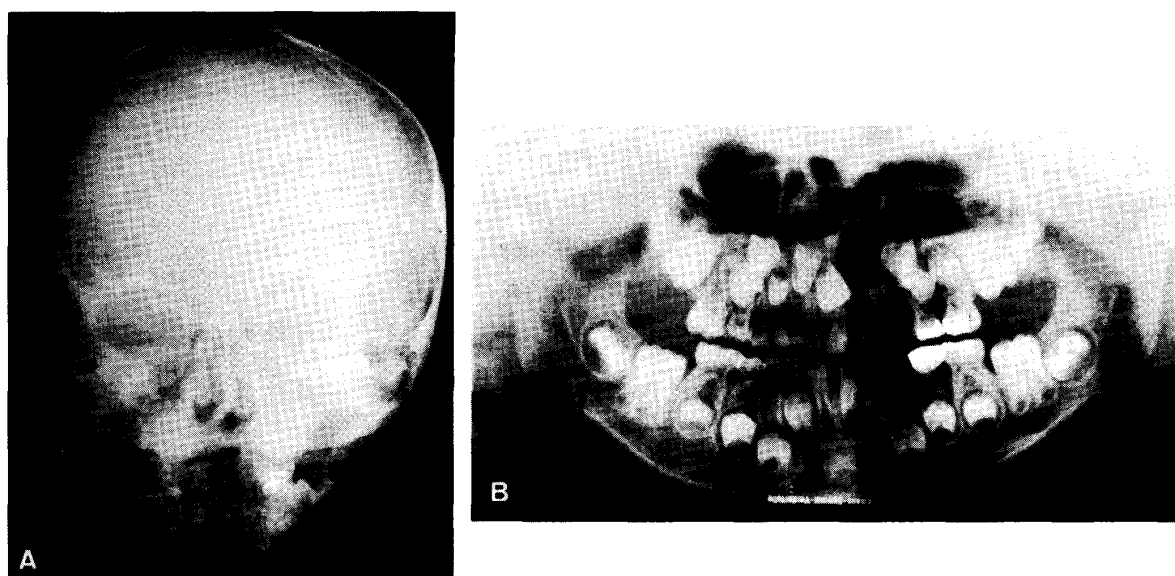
6歳後のX線写真。④ 正面像，⑤ オルパントモ像
